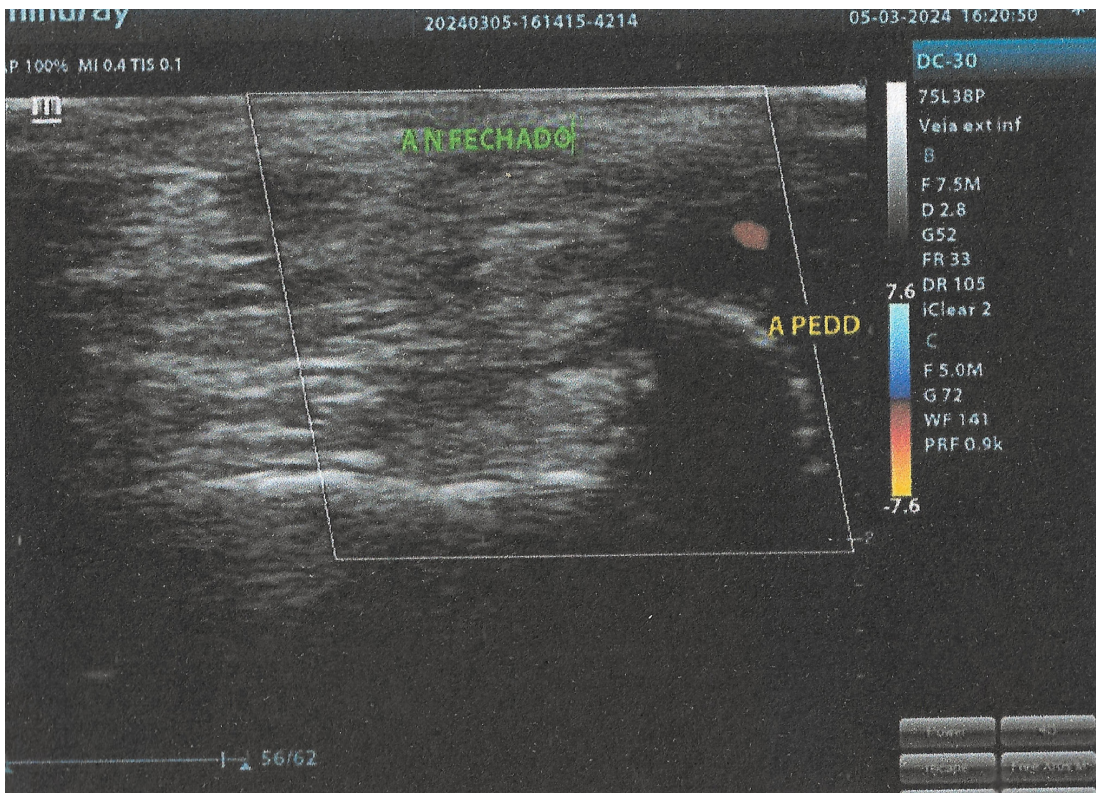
Ultrassom com Doppler. Aneurisma de aproximadamente 7 mm, sem fluxo (A N FECHADO) e artéria dorsal do pé (A PEDD) perfundida com fluxo retrógado pelo arco plantar.
